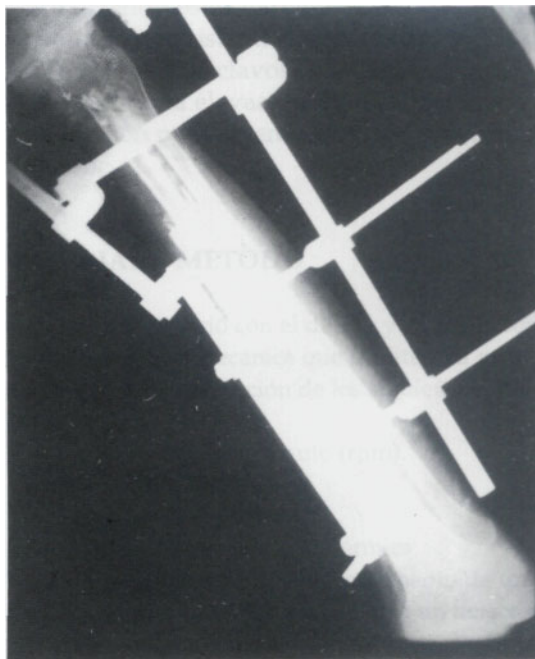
Radiografía de control al segundo mes postoperatorio.
